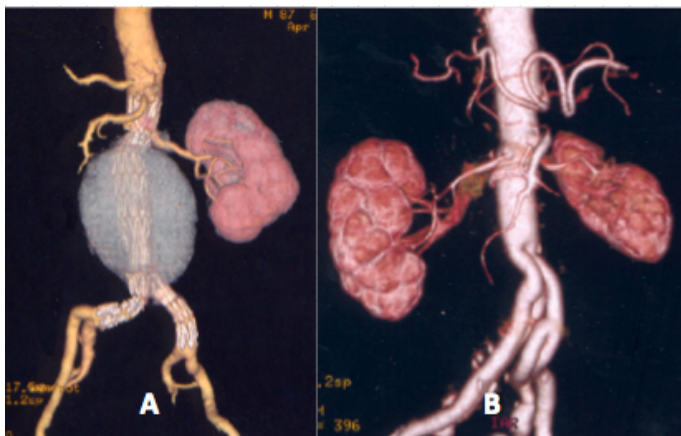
TC control. A: post Endoprótesis (saco AAA trombosado). B: post puente de Dacron® infrarenal a las arterias ilíacas externas e internas.
